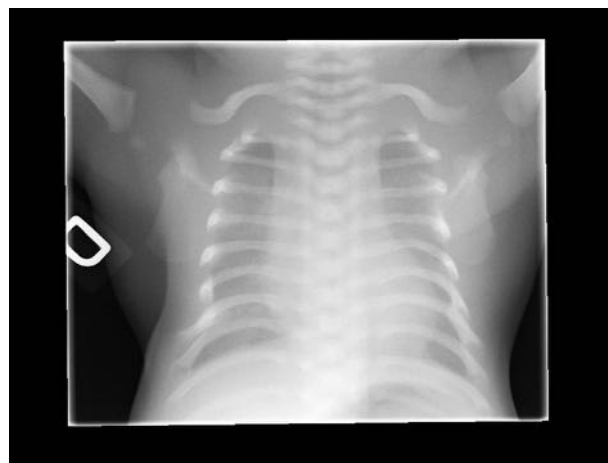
Radiographie du thorax : petit thorax pyriforme avec petites côtes.
